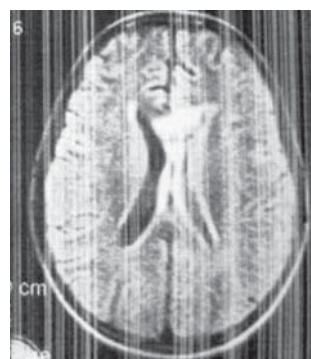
МРТ головного мозга после вентрикулоперитонеального шунтирования: уменьшение размеров боковых желудочков, признаки поражения срединных структур мозга.
